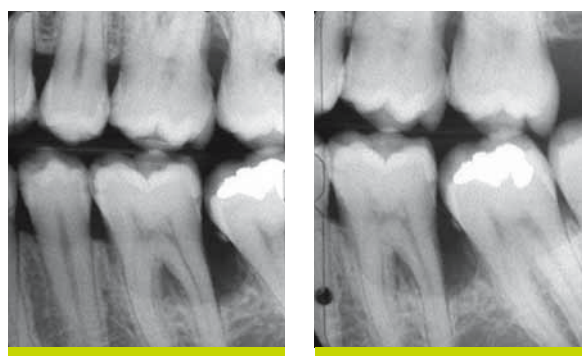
Radiographie préopératoire montrant un défaut intra-osseux sur l'aspect distal de la dent, ainsi qu'une radiotransparence dans la zone de l'atteinte de furcation.
